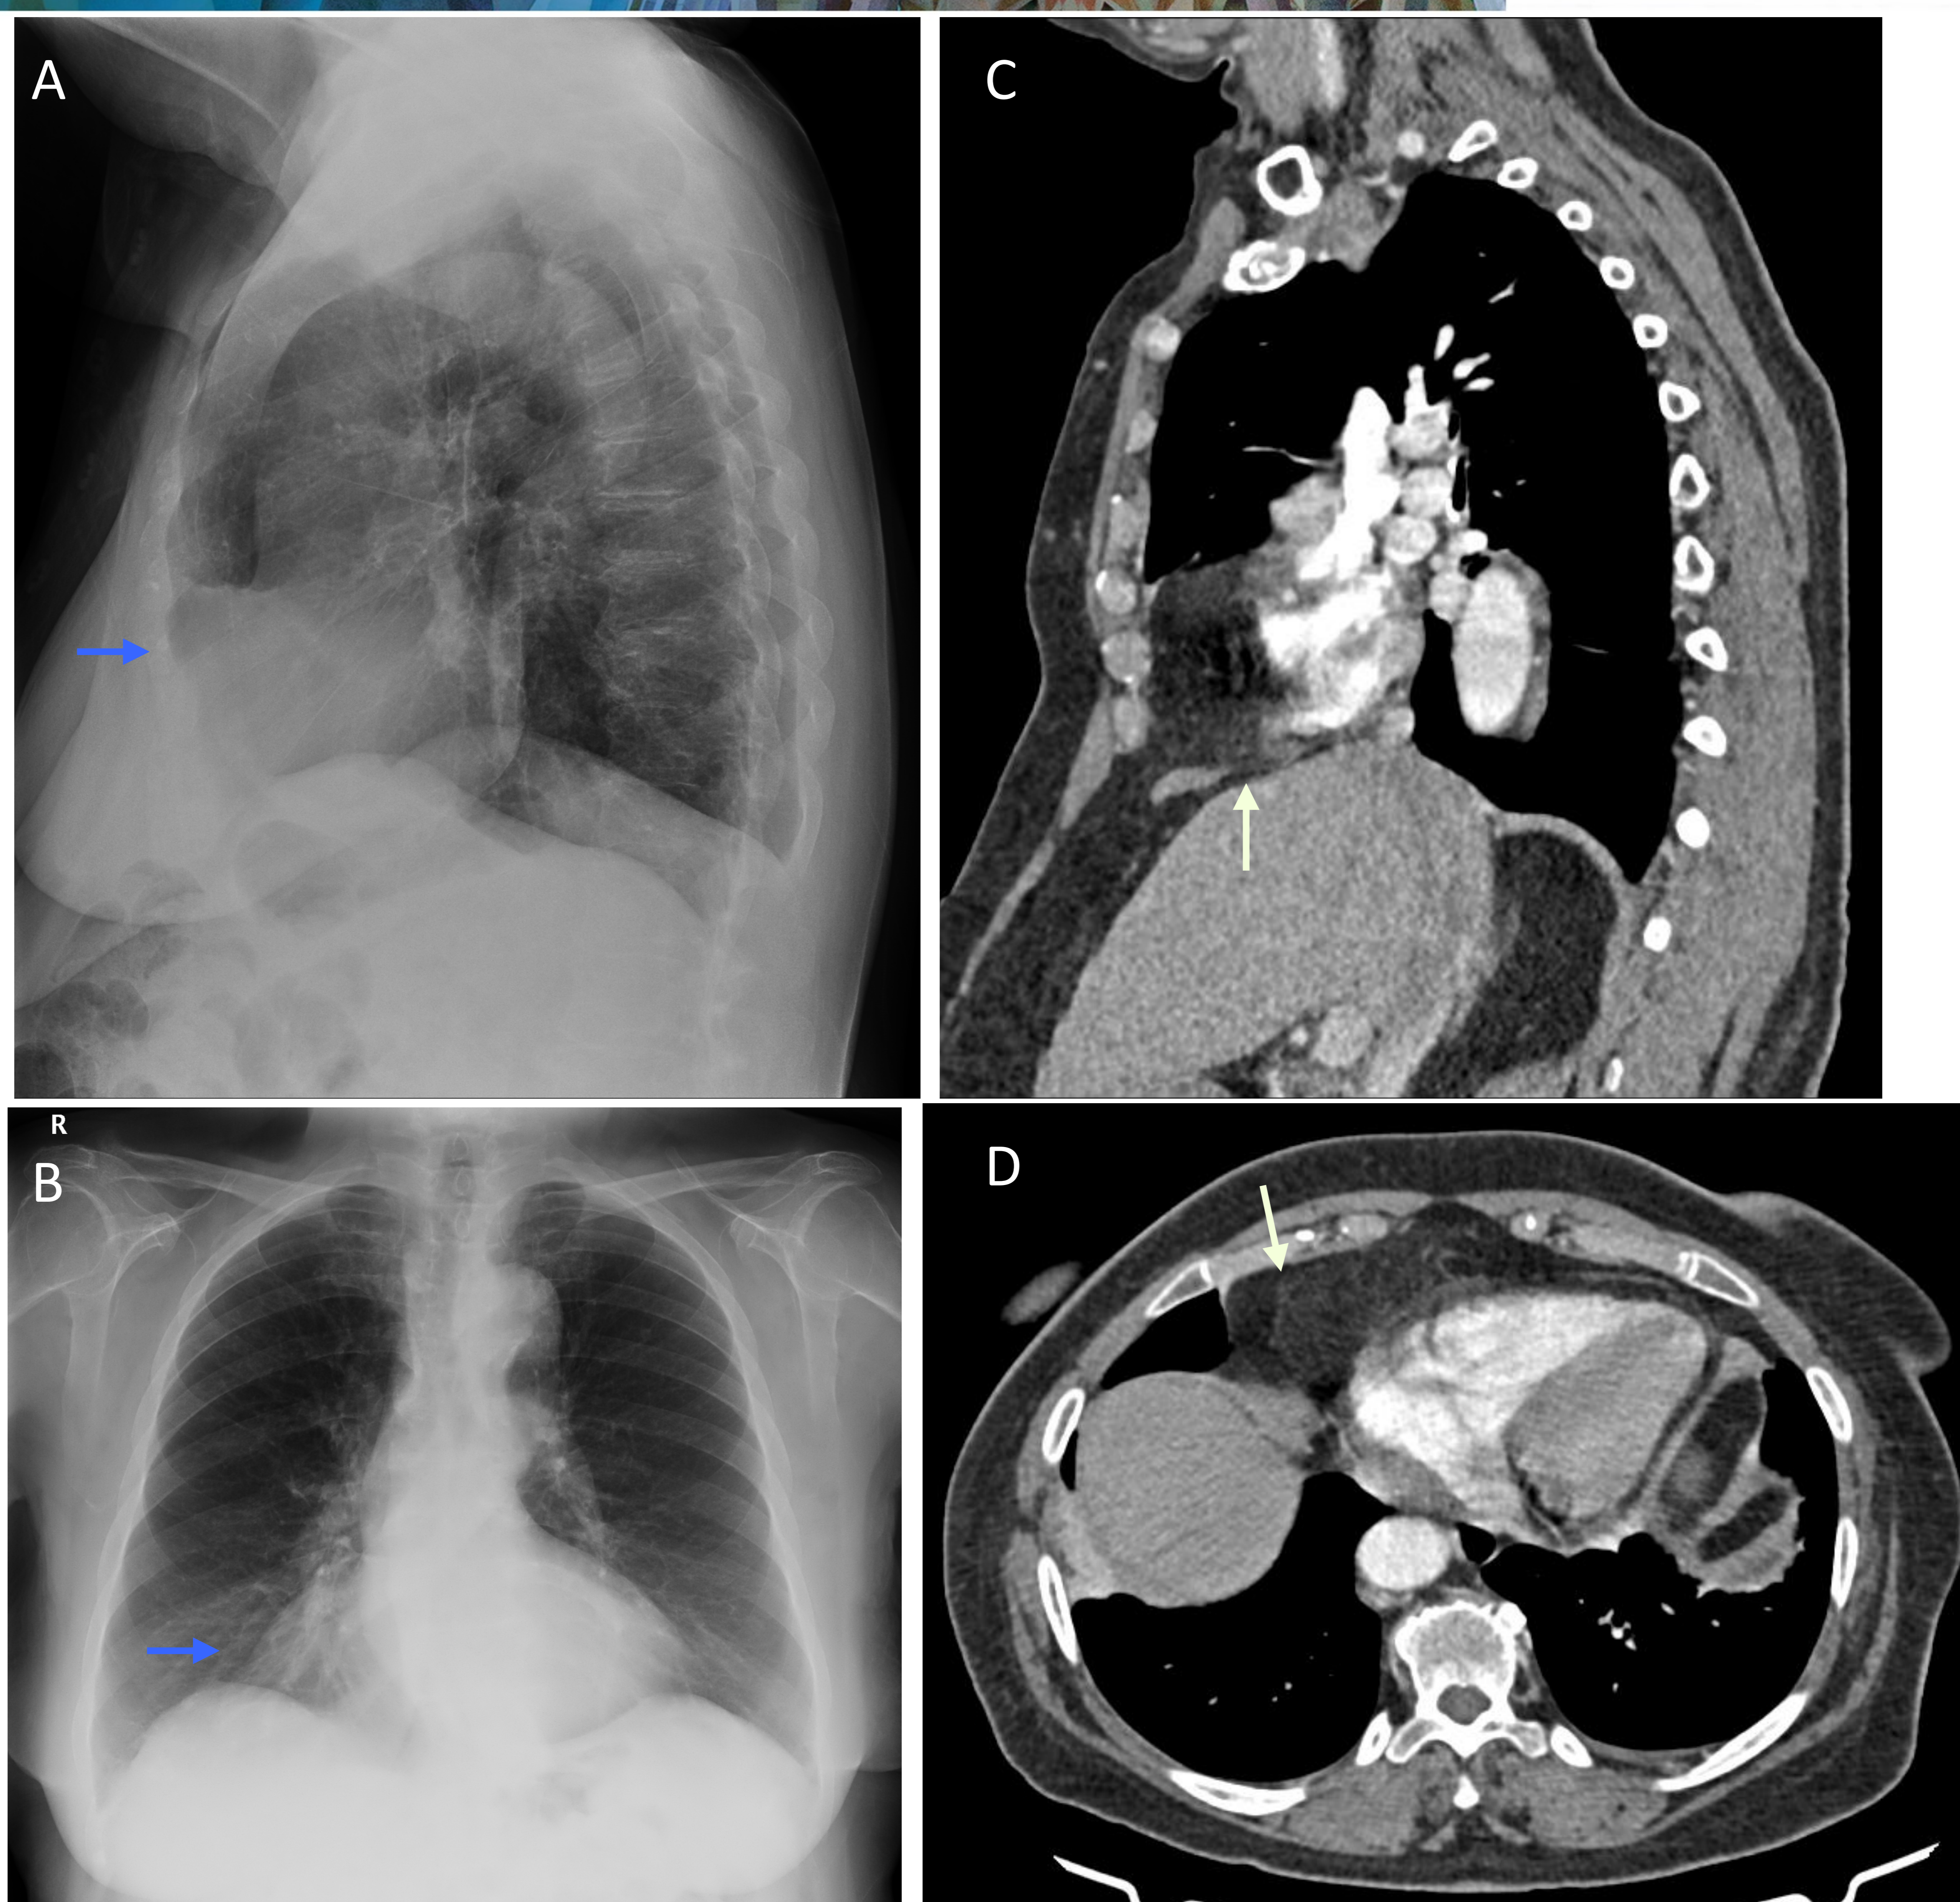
A: Paciente con aumento de la densidad en el espacio retro-esternal, con afectación del ángulo cardiofrénico derecho (B) en relación con hernia de Morgagni (flechas azules). C y D: Se confirma hallazgos en TC (C y D), donde se visualiza la solución de continuidad con prolapso de grasa peritoneal (flechas blancas). Siendo esta la hernia congénita más frecuente.
